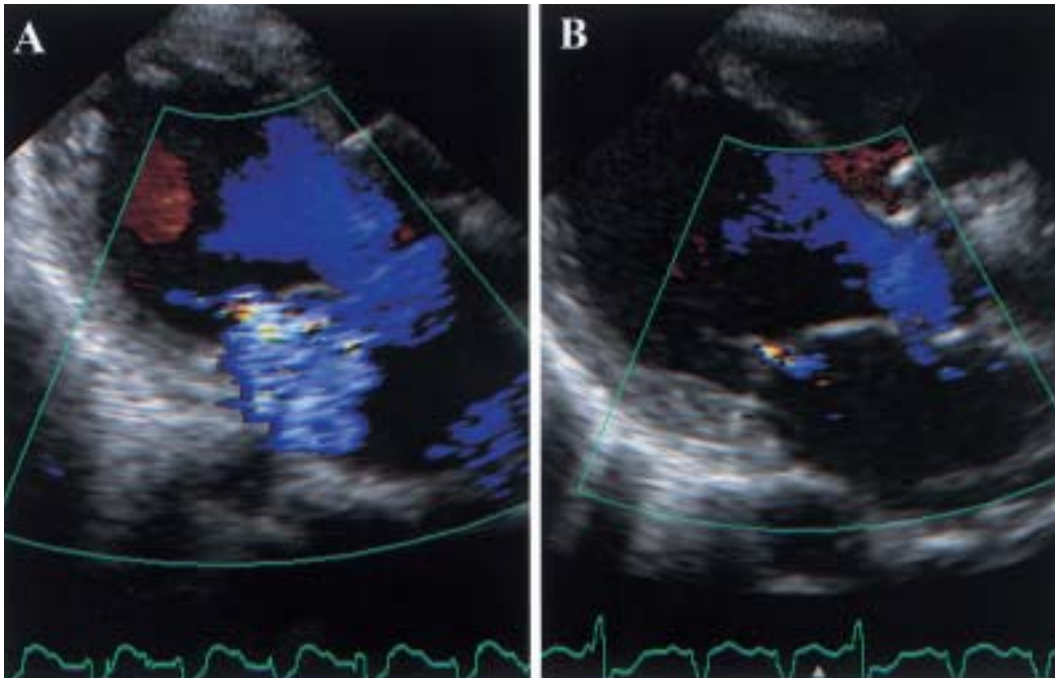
Case 1. Color Doppler echocardiograms
